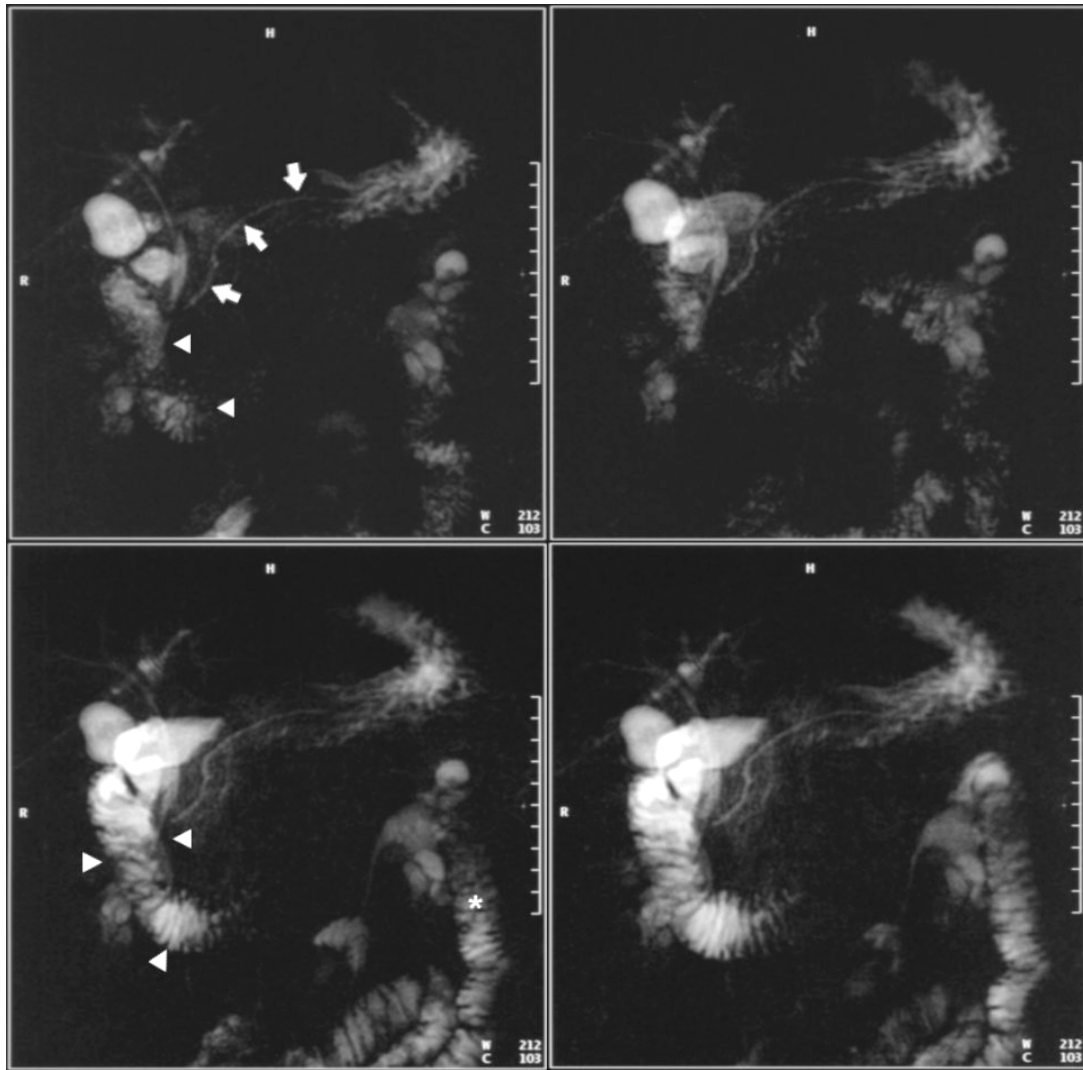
Bilder von ausgewählten Zeitpunkte einer sekretinstimulierten Magnetresonanztuntersuchung einer 74 jährigen Patientin mit normaler exokriner Pankreasfunktion. Das erste Bild wurde vor der Applikation des Sekretins akquiriert. Die weiteren Bilder wurden 60 Sekunden (oben rechts), 480 Sekunden (unten links) und 570 Sekunden nach der Applikation aufgenommen. Der Pankreasgang (Pfeile) wurde in allen Bildern dargestellt. Die Füllung des Duodenums (Pfeilspitzen) und des Jejunums (Sterne) nimmt kontinuierlich während der gesamten Untersuchung zu. Die quantitative Auswertung dieser Untersuchung ist in Abb. 23 dargestellt.
